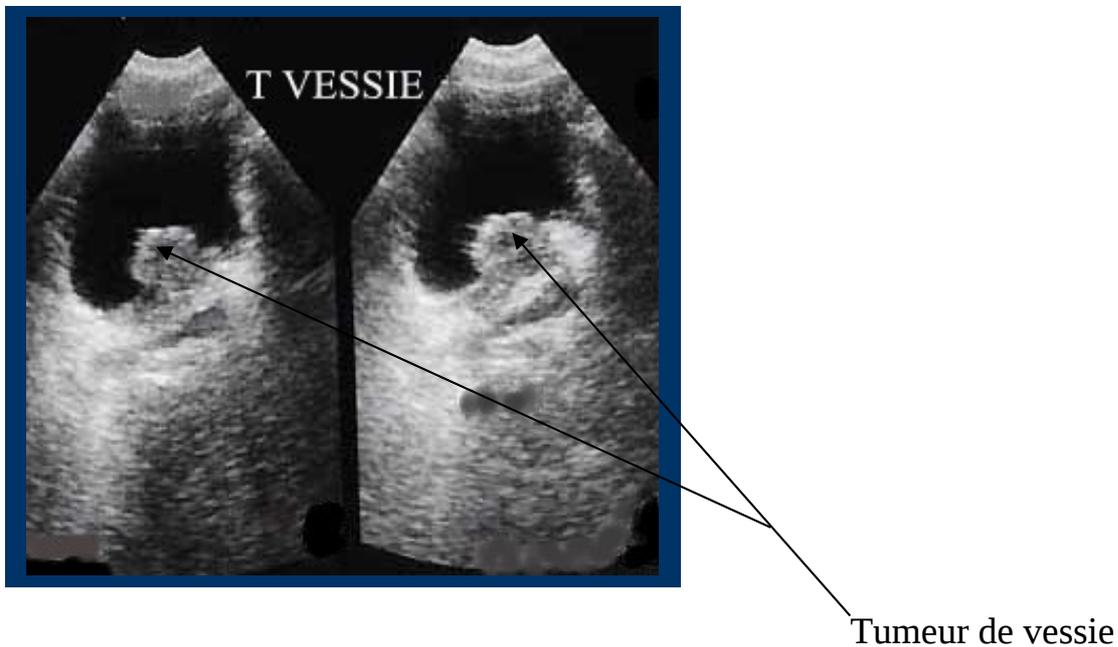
Tumeur vessie vue à l'échographie [53].
